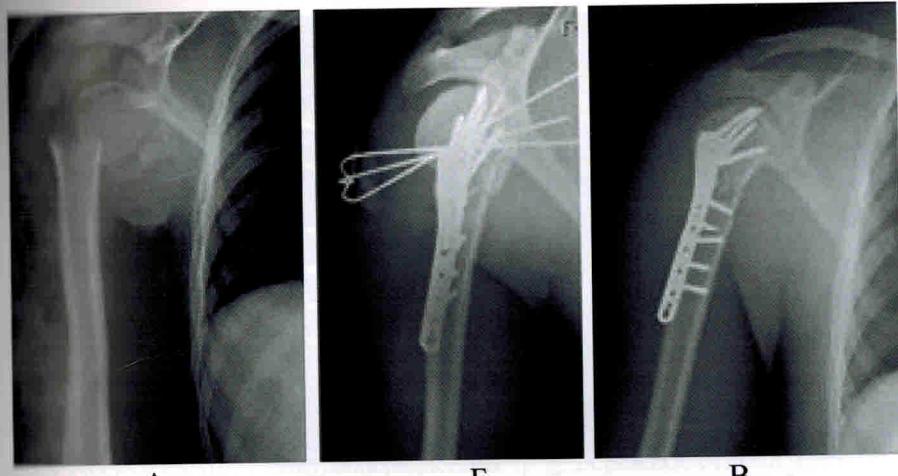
Рентгенограммы пациента Г., 32 лет: А) при поступлении; Б) выполнено правление вывиха и остеосинтез перелома плечевой кости пластиной с угловой стабильностью винтов; В) через 4 недели после удаления фиксирующих вывих спиц.
